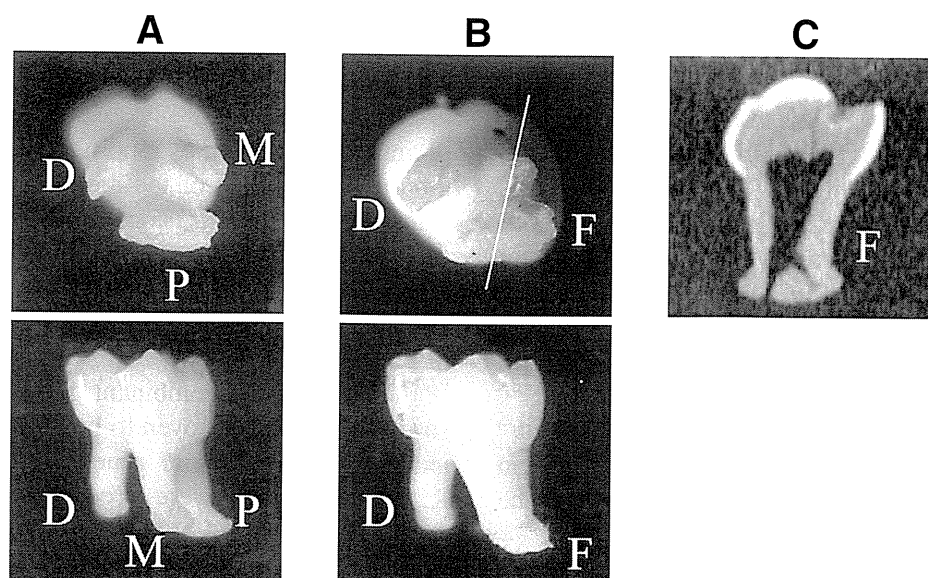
Fusion of the mesial and palatal roots of the upper second molars in SMXA RI strains. A: normal roots; B: fused roots. White line indicates cross section of micro-CT image; C: Micro-CT image of fused roots. The mesial and palatal roots had a common pulp cavity, but root apices were separate. D: distal root; M: mesial root; P: palatal root; F: fused roots
